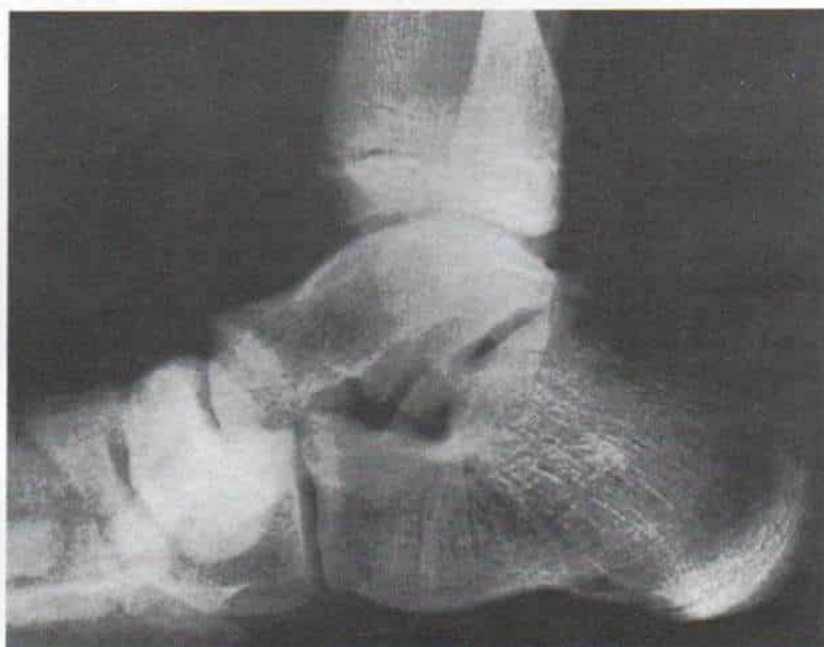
El ángulo exacto de la proyección axial de la articulación astragalocalcánea se calcula en la radiografía lateral con el sujeto de pie.*
